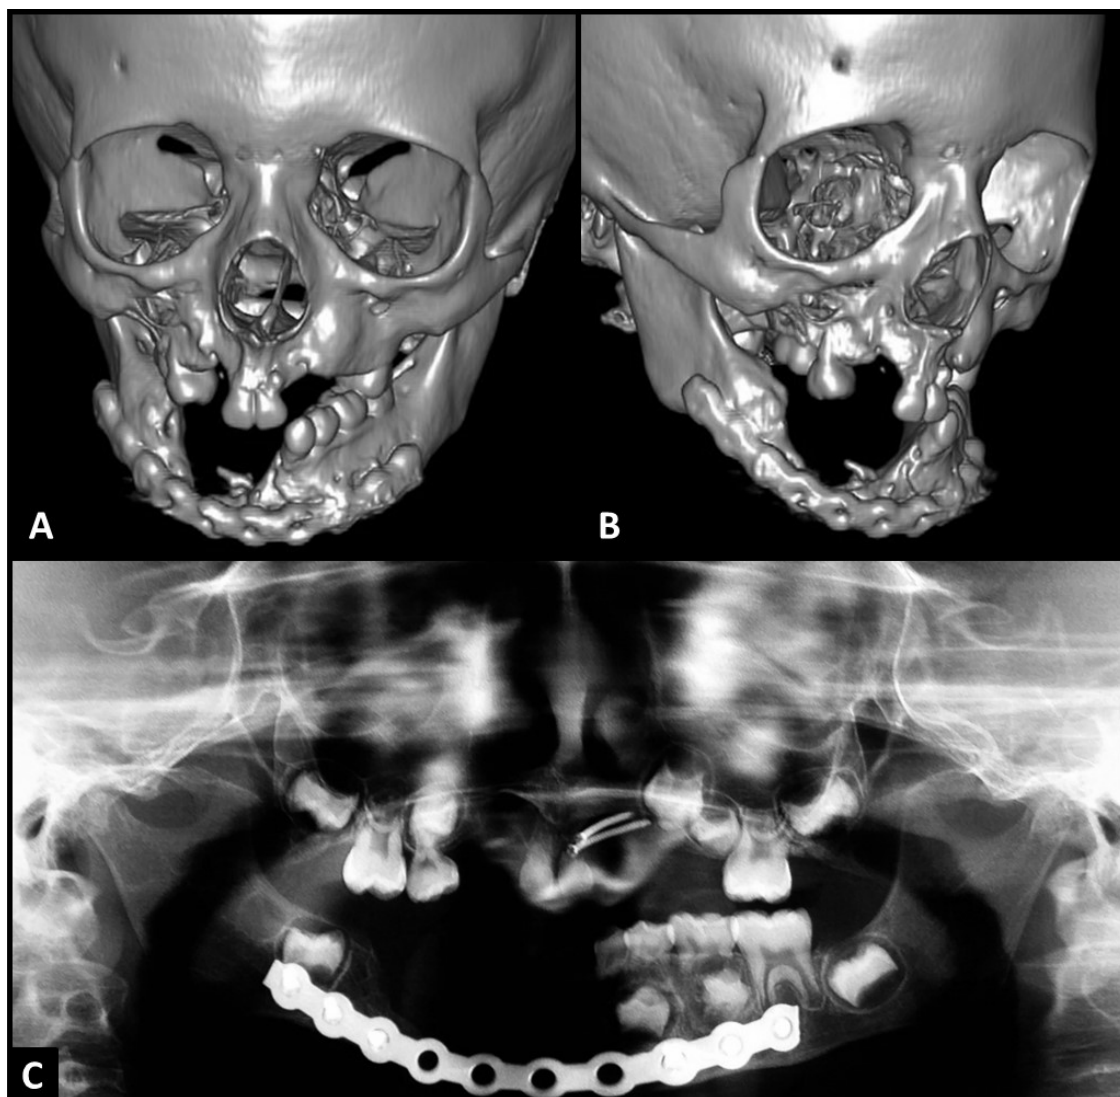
Tomografia computadorizada de face em reconstrução 3D (A-B), realizada em momento pós-operatório imediato, evidenciando fixação com placa de reconstrução mandibular e radiografia panorâmica (C) demonstrando germes dentais preservados após a instalação da placa de reconstrução óssea.
